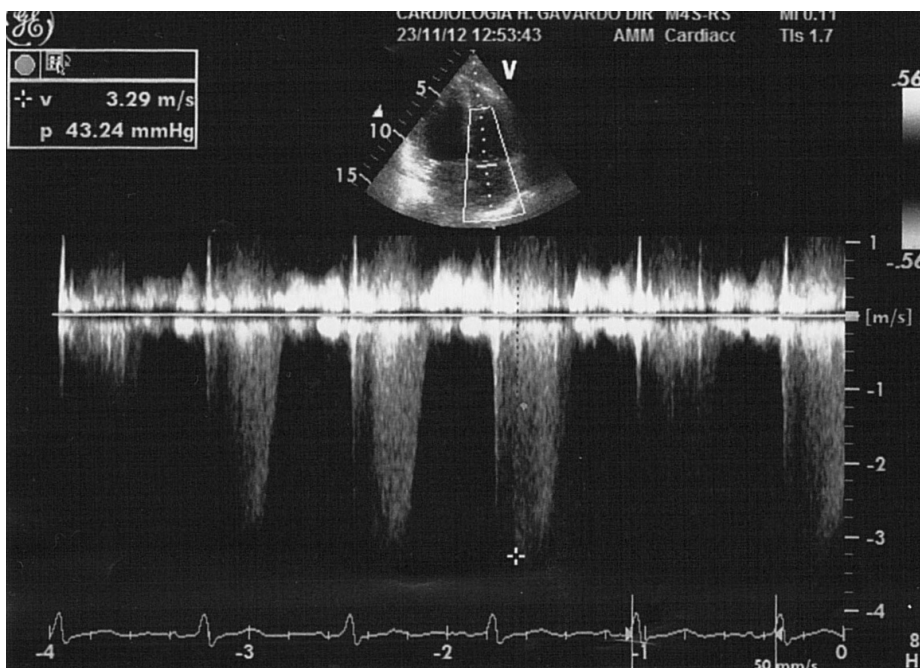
Ecocardiogramma transtoracico: lieve ipertensione polmonare.
